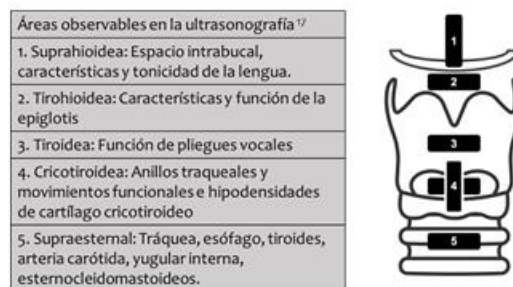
Clasificación de zonas anatómicas observables por medio de USG. Lucas Ramos P, Rodríguez González-Moro JM, Miguel-Diez J. La vía aérea superior durante el sueño : Fisiología y Fisiopatología. Recuperado de <https://neumomadrid.org>
